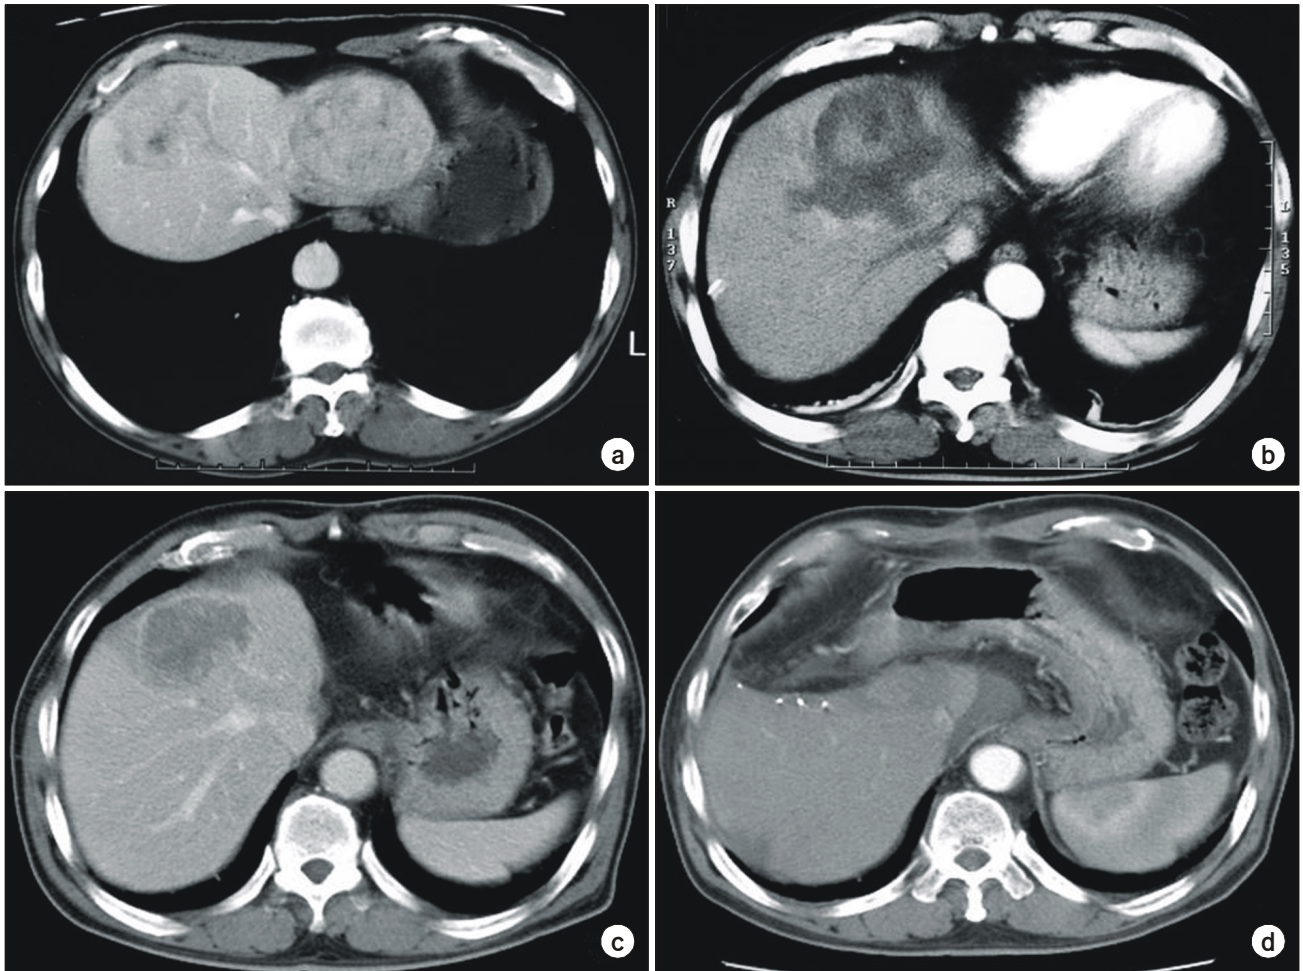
(a) Abdomino-pelvic CT at initial diagnosis (1999. 7). It showed a huge mass on left lateral segment and about 4 cm sized mass on anterior segment of right lobe. (b) After left lateral sectionectomy and intraoperative radiofrequency ablation, it showed well treated mass on right lobe and no residual tumor. (c) There was tumorous enhancement at the lateral margin of the previous RFA site, superior segment of right lobe. (d) After several times of TACE, S7/8 segmentectomy was performed. There was no evidence of residual tumor.
